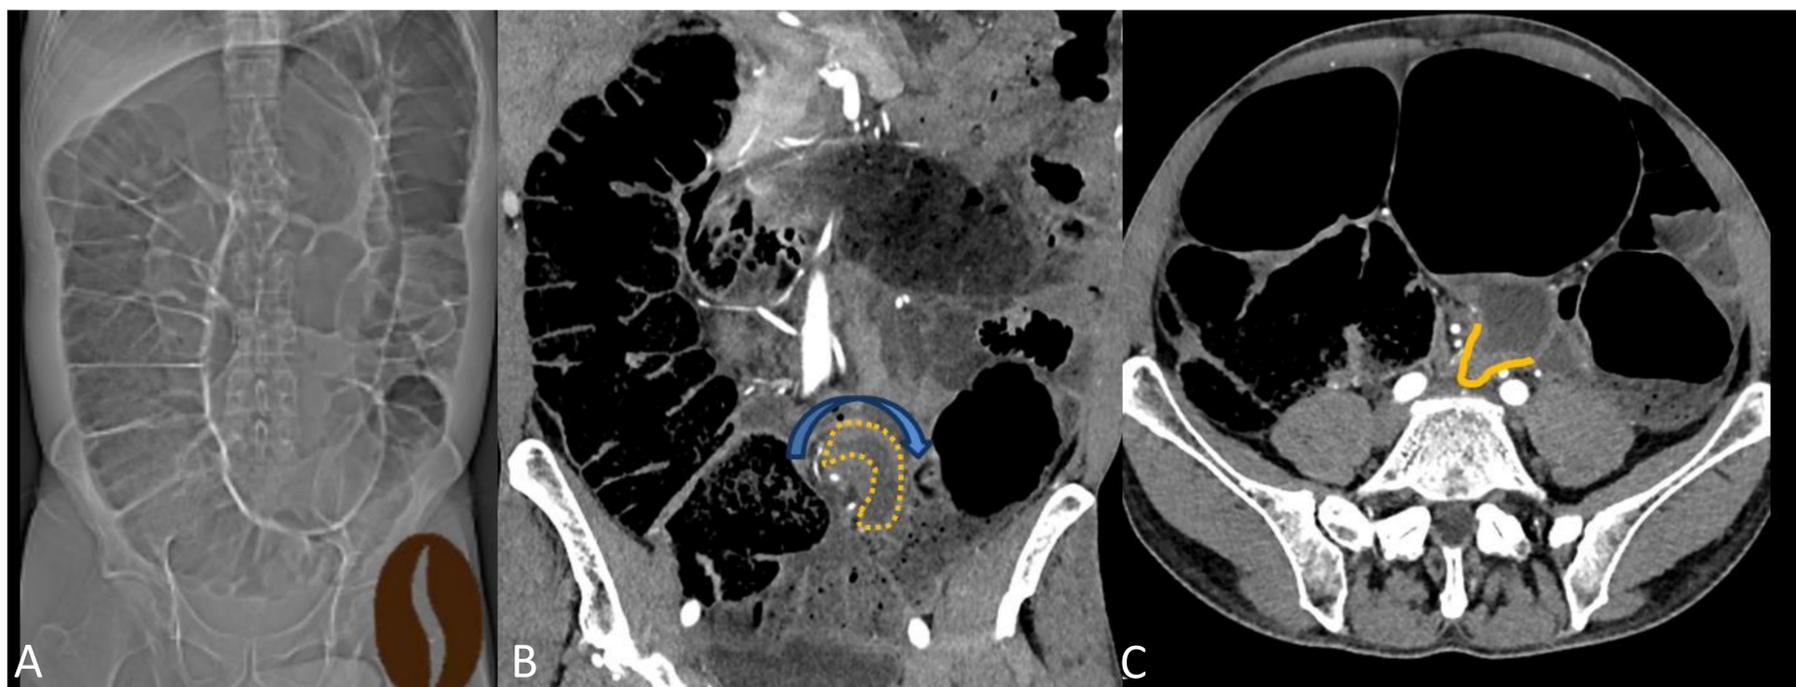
Vólvulo de sigma. A) Rx simple de abdomen mostrando dilatación de sigma en grano de café. B y C) TAC abdominopélvica con reconstrucción coronal y axial. Cambio de calibre en sigma (línea amarilla), con imagen de remolino (flecha azul) y volvulación del mesosigma (línea amarilla discontinua). Válvula ileocecal competente, sin dilatación de asas de intestino delgado.
